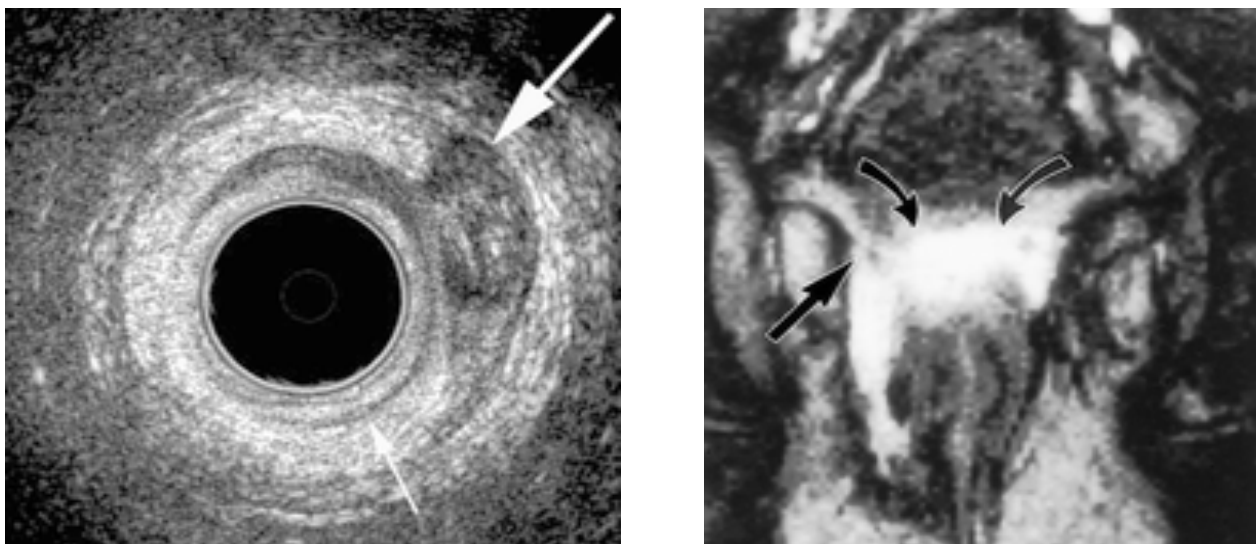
Ecografia e RMN in pazienti affette da fistole retto-vaginali
